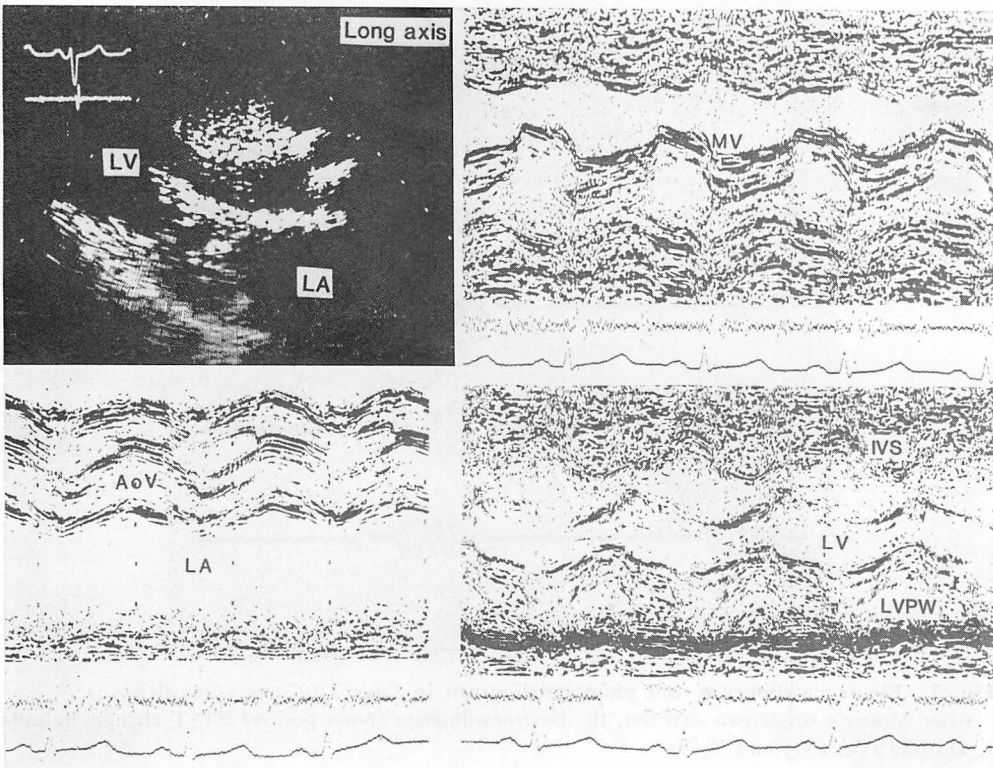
Echocardiograms in Case 2.
